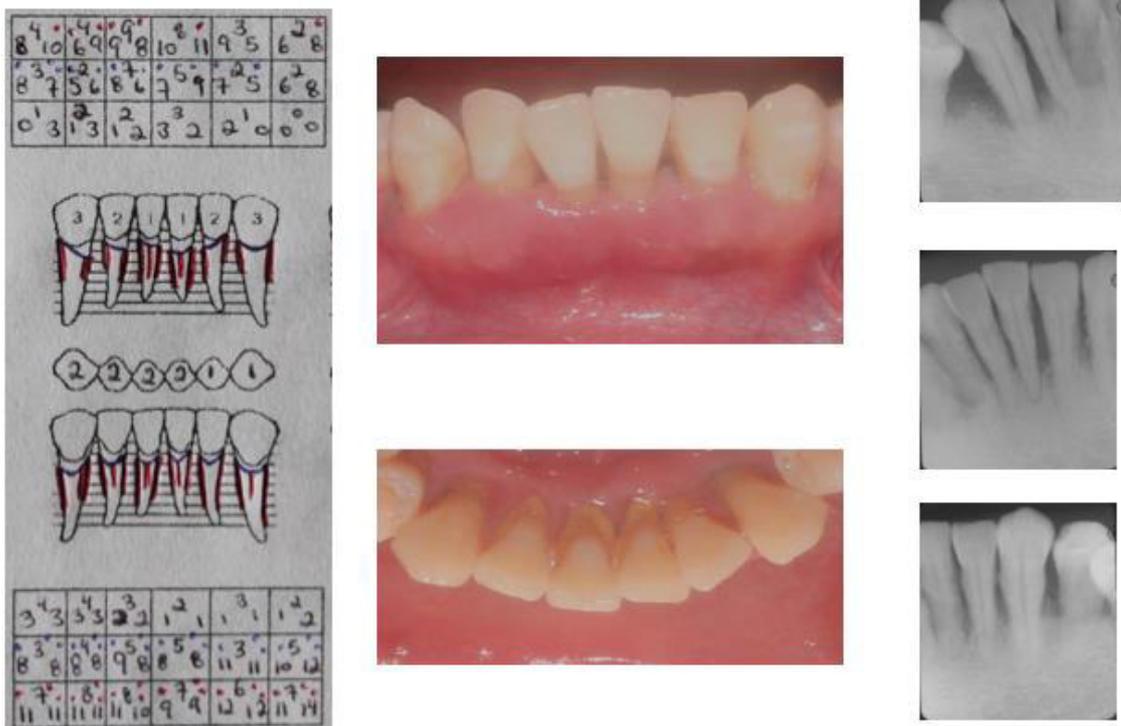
Periodontograma inicial – fotografías intraorales iniciales – radiografías iniciales, sextante 5.
